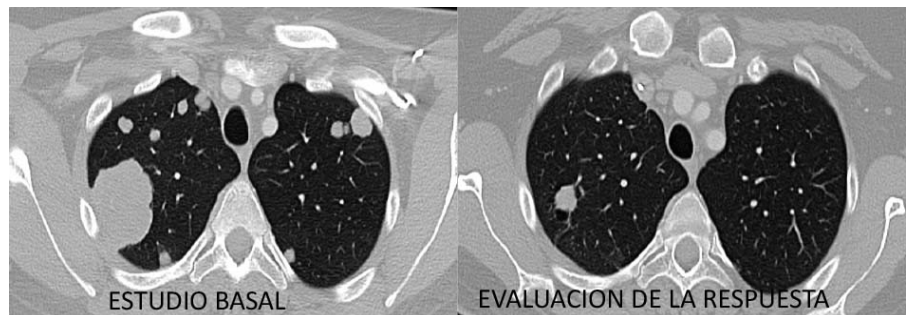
Tomografía en la evaluación de la respuesta al tratamiento. Masculino 25 años con cáncer de testículo germinal no seminoma. Enfermedad metastásica a pulmón con respuesta parcial (RP).
